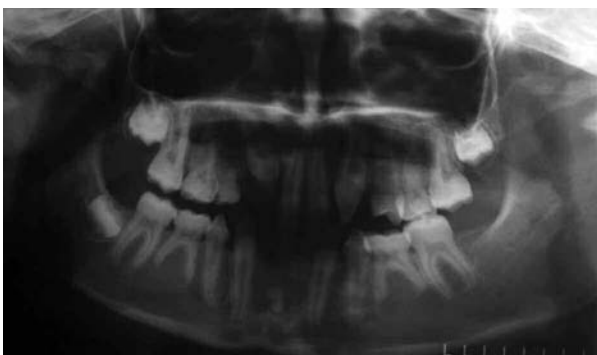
Radiografía panorámica inicial mostrando la falta de desarrollo de múltiples gérmenes de dientes permanentes.
